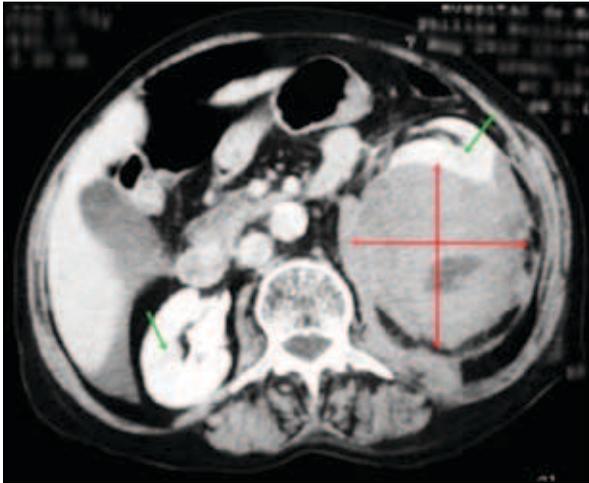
Imagen TC donde se señala en verde ambos riñones y, en rojo, el hematoma perirenal.
